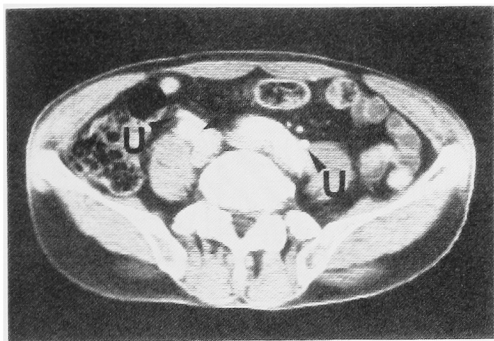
CT scan shows tiny calcifications in the wall of iliac arteries and a soft tissue density area around the right internal and external iliac arteries (arrow). The right ureter is encased in this area. U=ureters.
